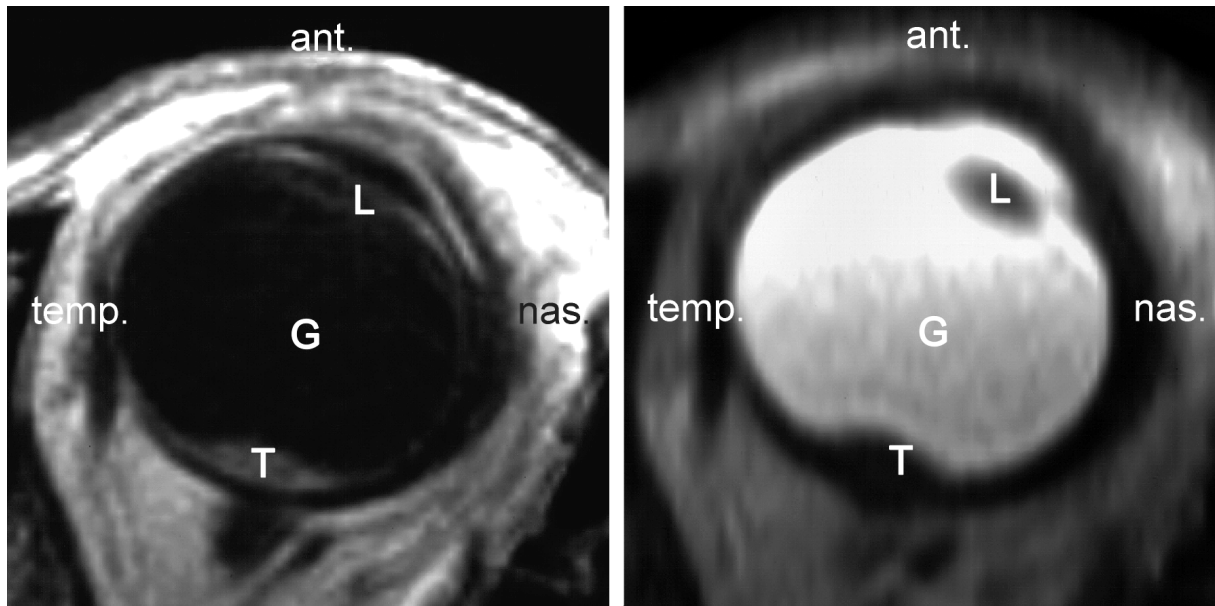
Flaches, linsenförmiges Aderhautmelanom (rechtes Auge), links MRT-Schicht T1-gewichtet, rechts MRT-Schicht T2-gewichtet (T=Melanom, G=Glaskörper, L=Linse)
